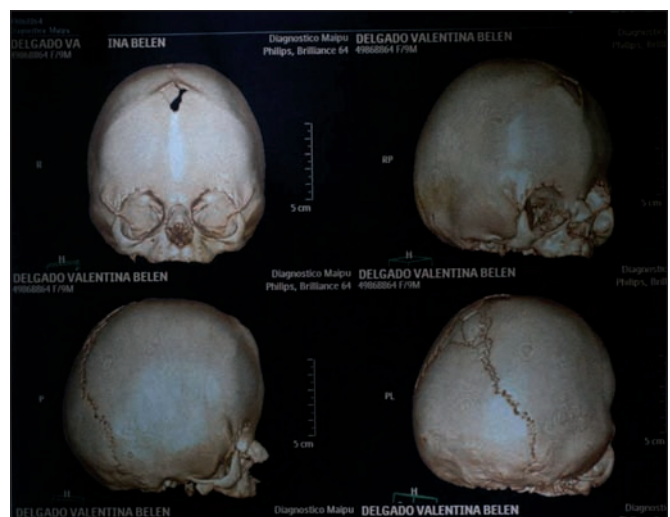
Tomografía 3D donde se observa la sutura coronal cerrada.
